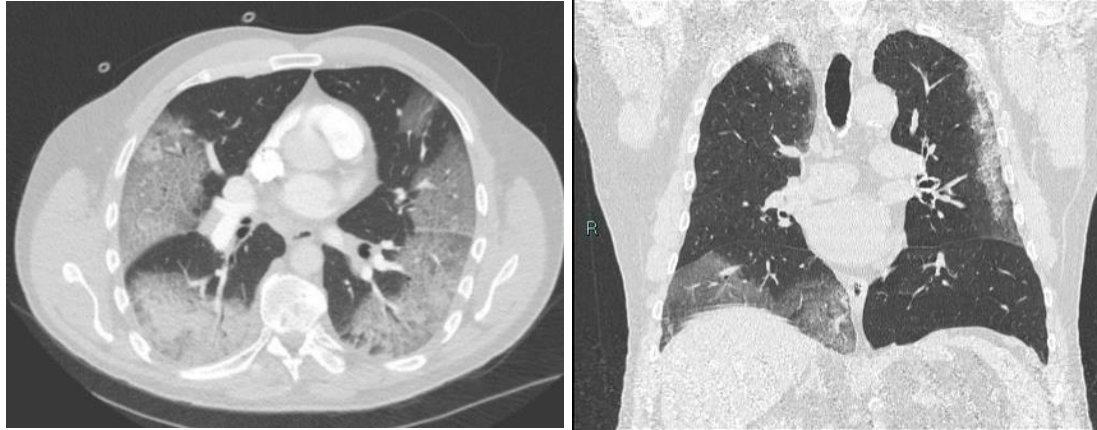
Corte axial y reconstrucción coronal de tomografía de alta resolución en ventana pulmonar. Opacidades “en vidrio deslustrado”. Tomado de: Servicio de radiología e imagen, Hospital Juárez de México. 2021.
